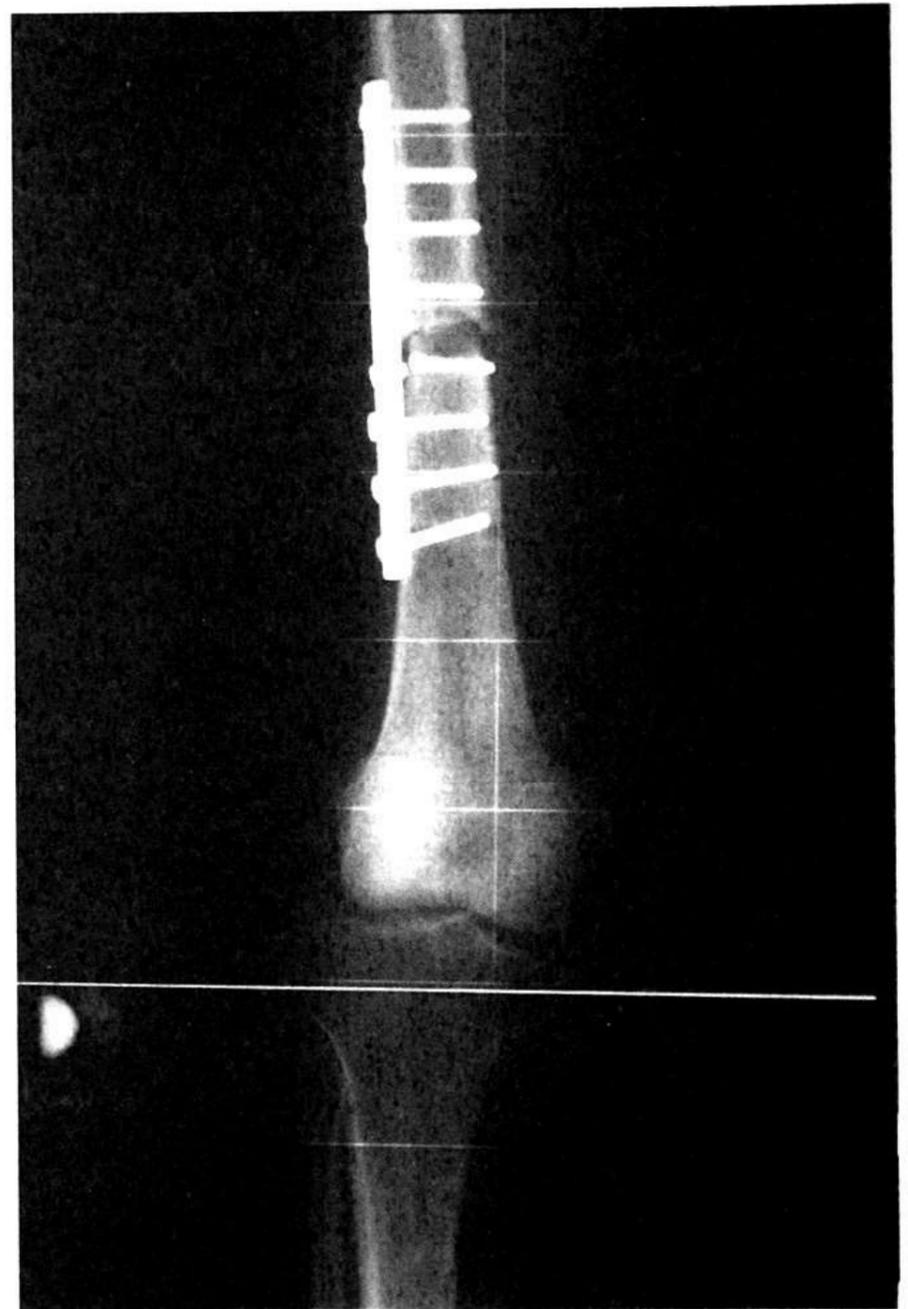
Radiografía de la extremidad operada del paciente JMN. Se aprecia no - unión entre aloinjerto de fémur distal y hueso huésped y aflojamiento de la osteosíntesis. Nótese la escasa longitud de la placa utilizada.
